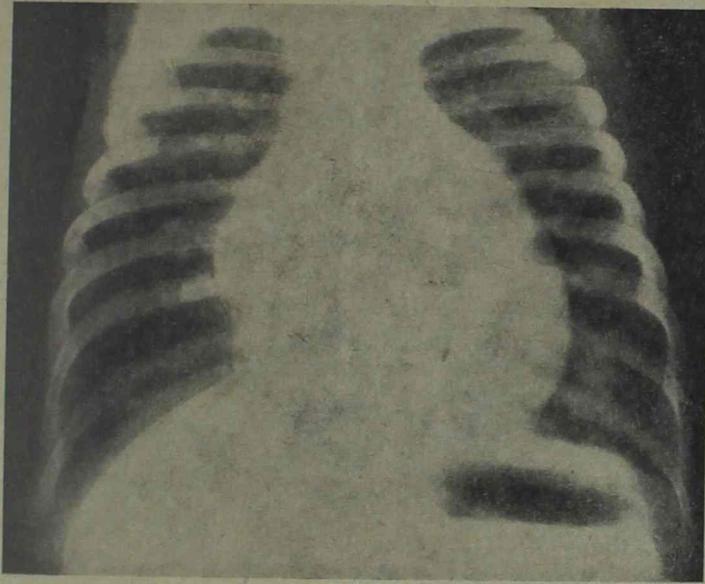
Telerradiografía de tórax en un niño de 4 meses de edad, con persistencia del conducto arterioso. Se nota gran congestión pulmonar, aumento del tamaño del corazón y prominencia del arco medio
